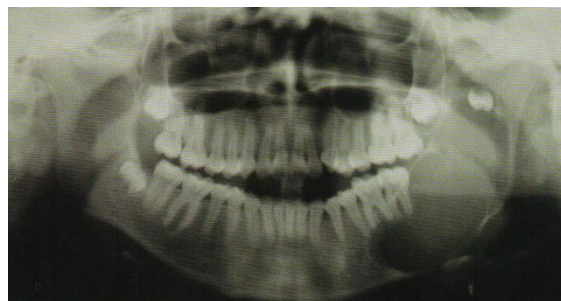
Radiografía panorámica.⁵ⁱ
